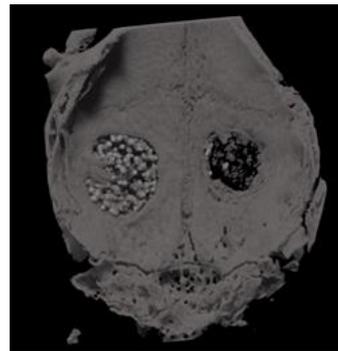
4週後の $\mu$ CTによる3次元解析画像
